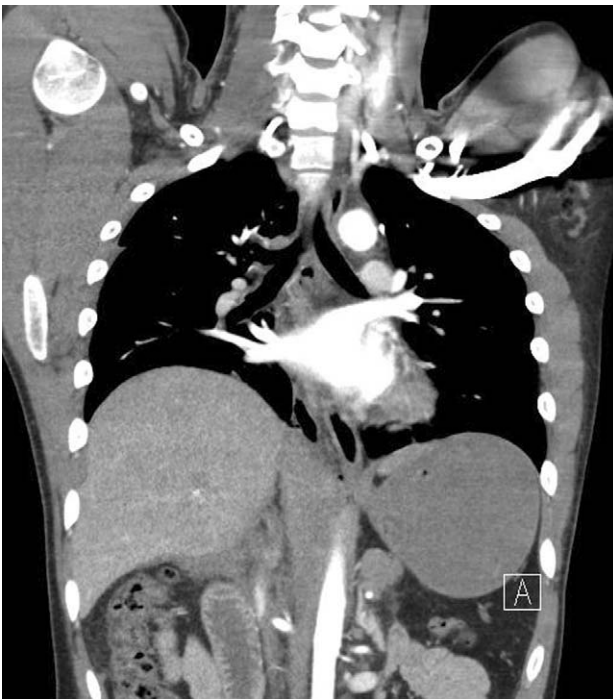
Initial Chest CT shows nonspecific finding at diaphragm.
